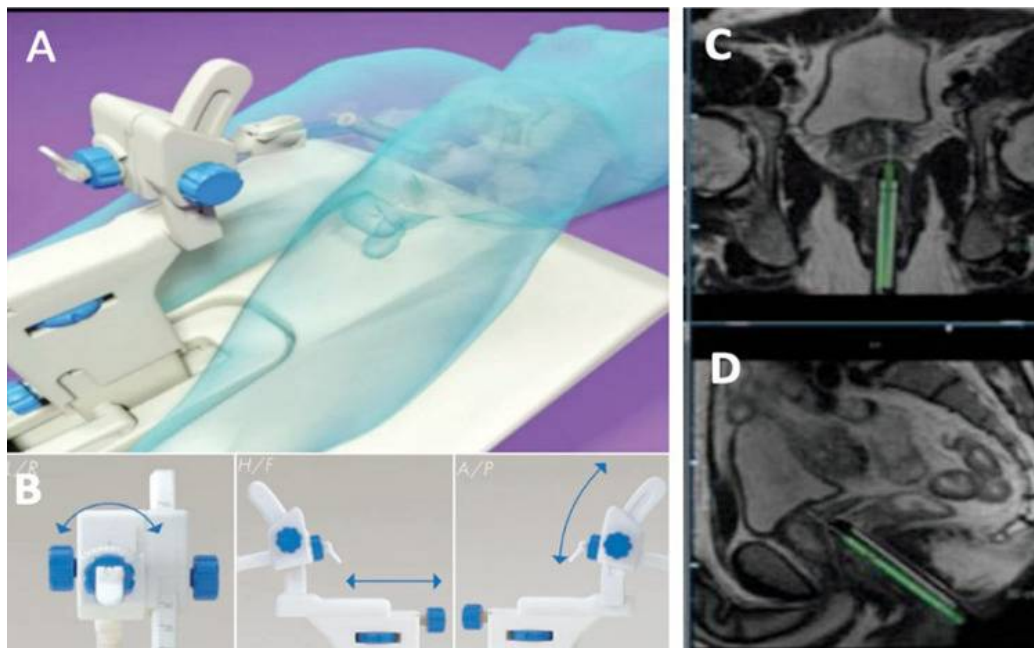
Système manuel pour l'IRM In-Bore-TBx (53)
